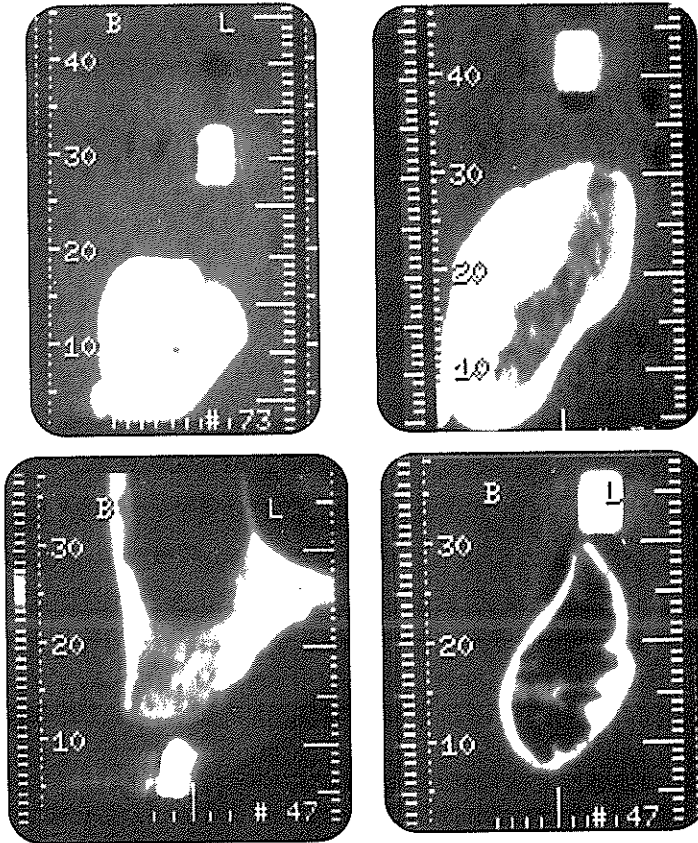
다양한 골질을 보여주는 CT 영상재구성 절단면 영상
